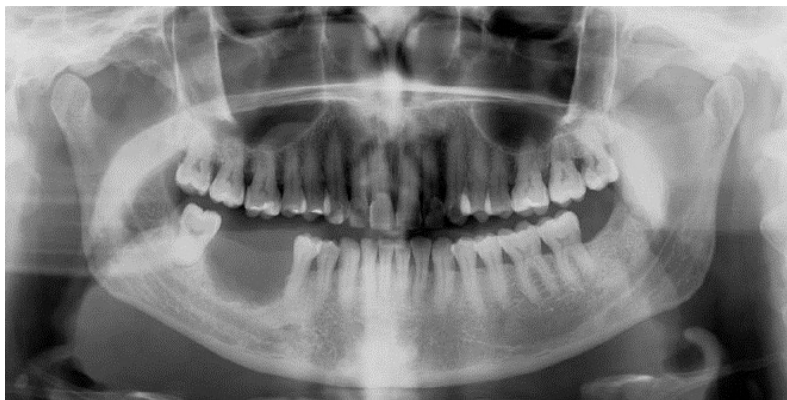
Imagem de ortopantomografia demonstrando um zona radiotranslúcida no 4 quadrante, associada ao carcinoma das células escamosas (Singh & Schenberg, 2013).
